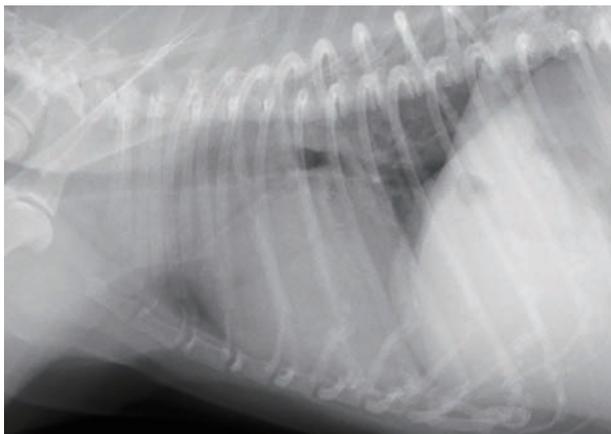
表2-症例3の胸部X線画像所見。肺野のびまん性間質影を認めた。慢性発咳を示していた。CRP軽度増加1.50mg/dL。飼い主希望により在宅酸素療法を実施したが、14日後にパンティングとチアノーゼ改善せず死亡した
